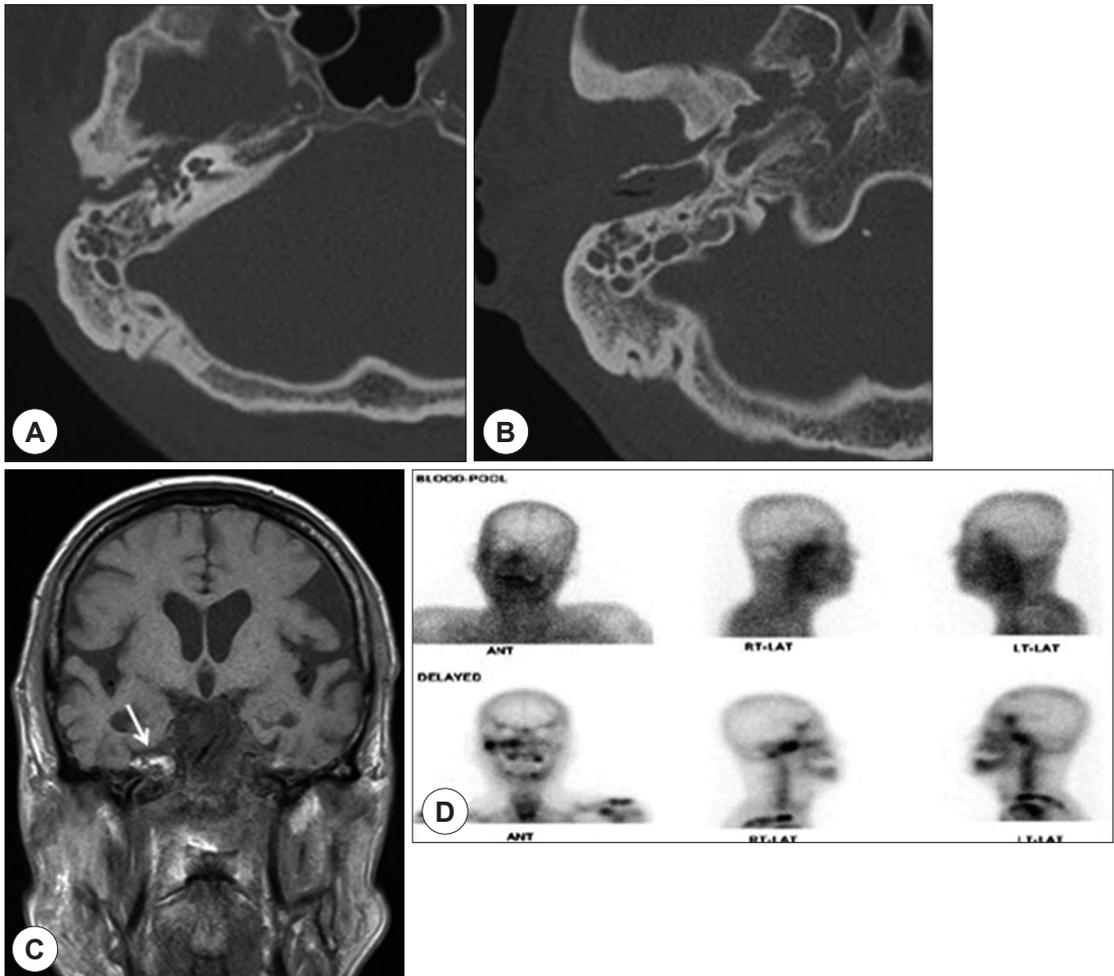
Follow-up temporal bone CT scan taken after 1 month empirical antibiotic treatment (A, B). Compared to initial temporal bone CT scan, the middle ear space, attic, mastoid and petro-sphenoidal fissure area are filled with soft tissue density in spite of 1 month antibiotics therapy. In brain magnetic resonance imaging, involvement of subtemporal area in right side is noted (arrow). In Technetium 99 m bone scan (D), during blood pooling phase, there was no abnormal blood flow in right ear. On the contrary, in delayed phase, focal intense tracer uptake was noted in right temporal bone area, suggesting chronic osteomyelitis.
